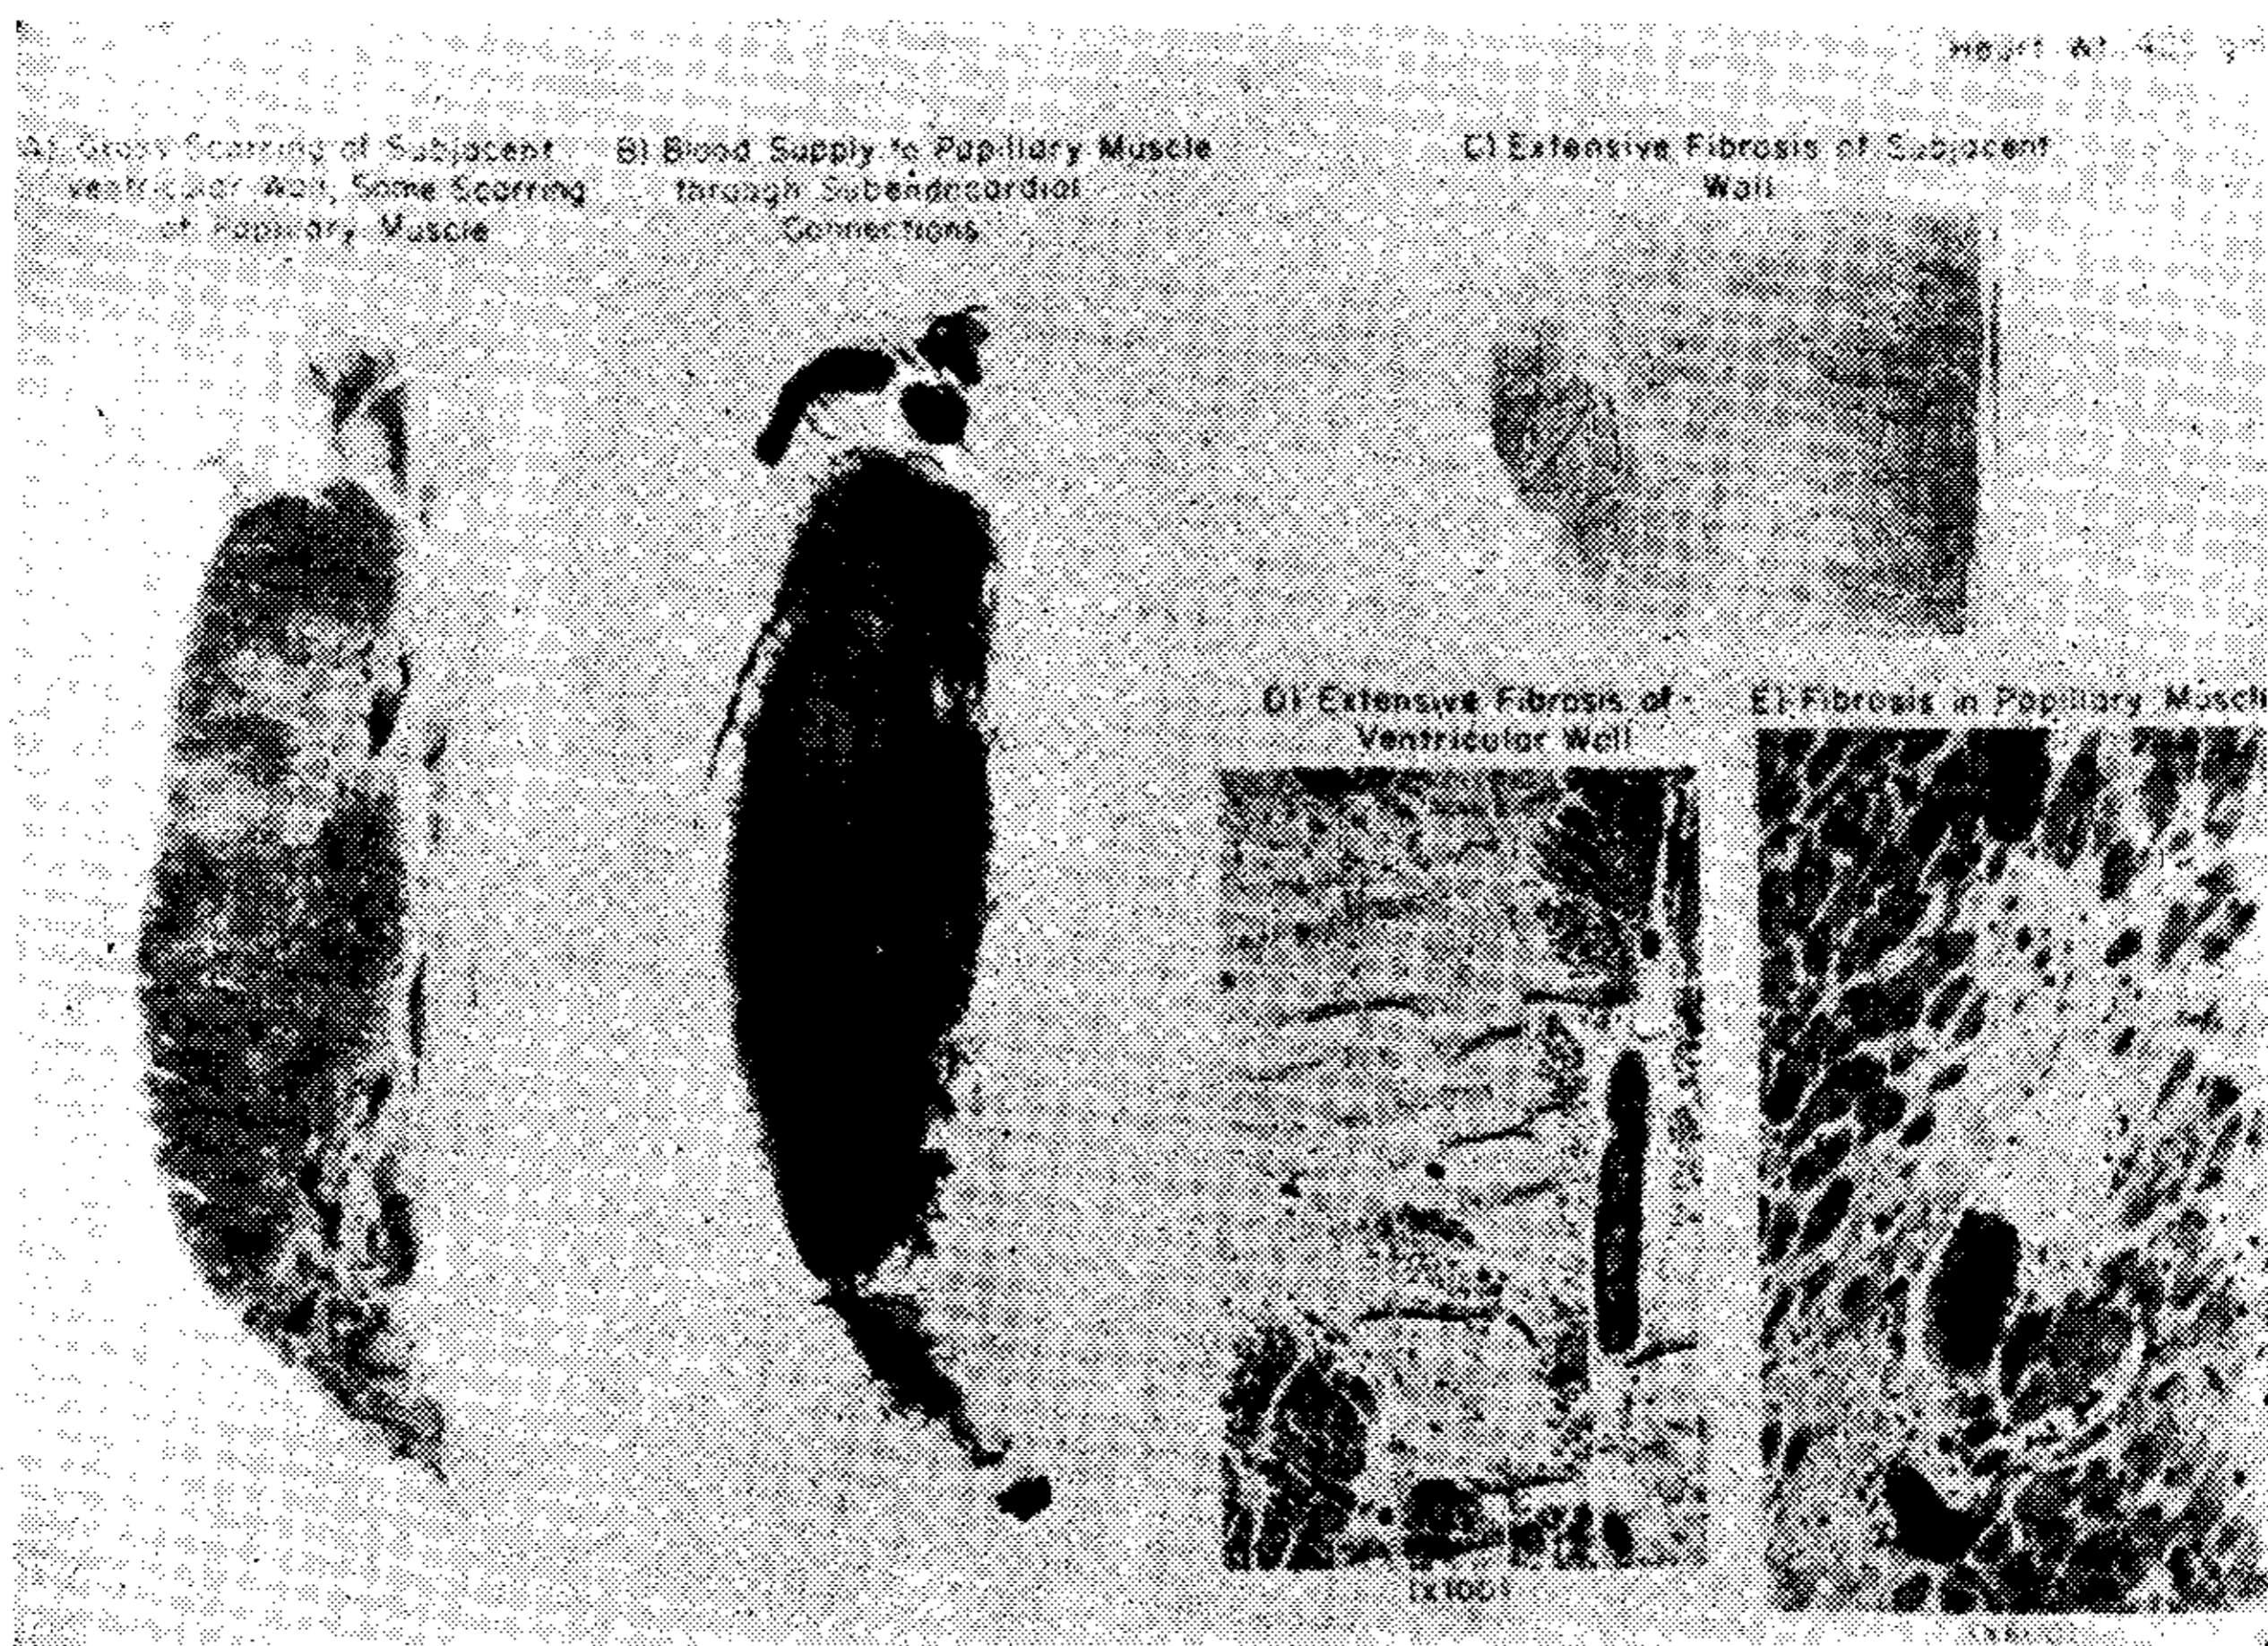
Cambios en el músculo papilar y pared ventricular subyacente en aterosclerosis coronaria severa. (A). Músculo papilar amarrado con algunas cicatrices y notable cicatrización macroscópica de la pared ventricular subyacente. (B). Radiografía mostrando la oclusión de los largos vasos penetrantes intramiocárdicos. Colaterales cortas que corren paralelas al epicardio y endocardio pueden observarse. El músculo papilar prominentemente irrigado por conexiones subendocárdicas (extra e intrapapilares). (C). Fotografía de una sección transversal a través de músculos papilares de la pared ventricular subyacente mostrando fibrosis extensa de la pared ventricular subyacente y fibrosis diseminada del músculo papilar. (D). Sección transversal a través de la pared ventricular subyacente mostrando fibrosis extensa. (E). Fibrosis diseminada en el músculo papilar.
